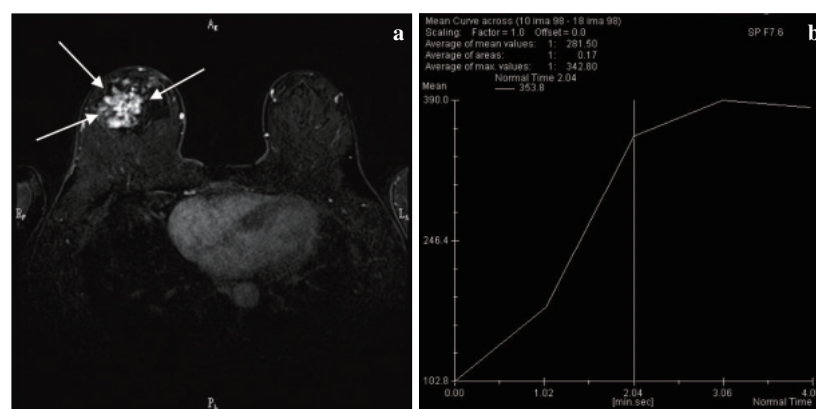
Contrast-enhanced MRI of the breast
